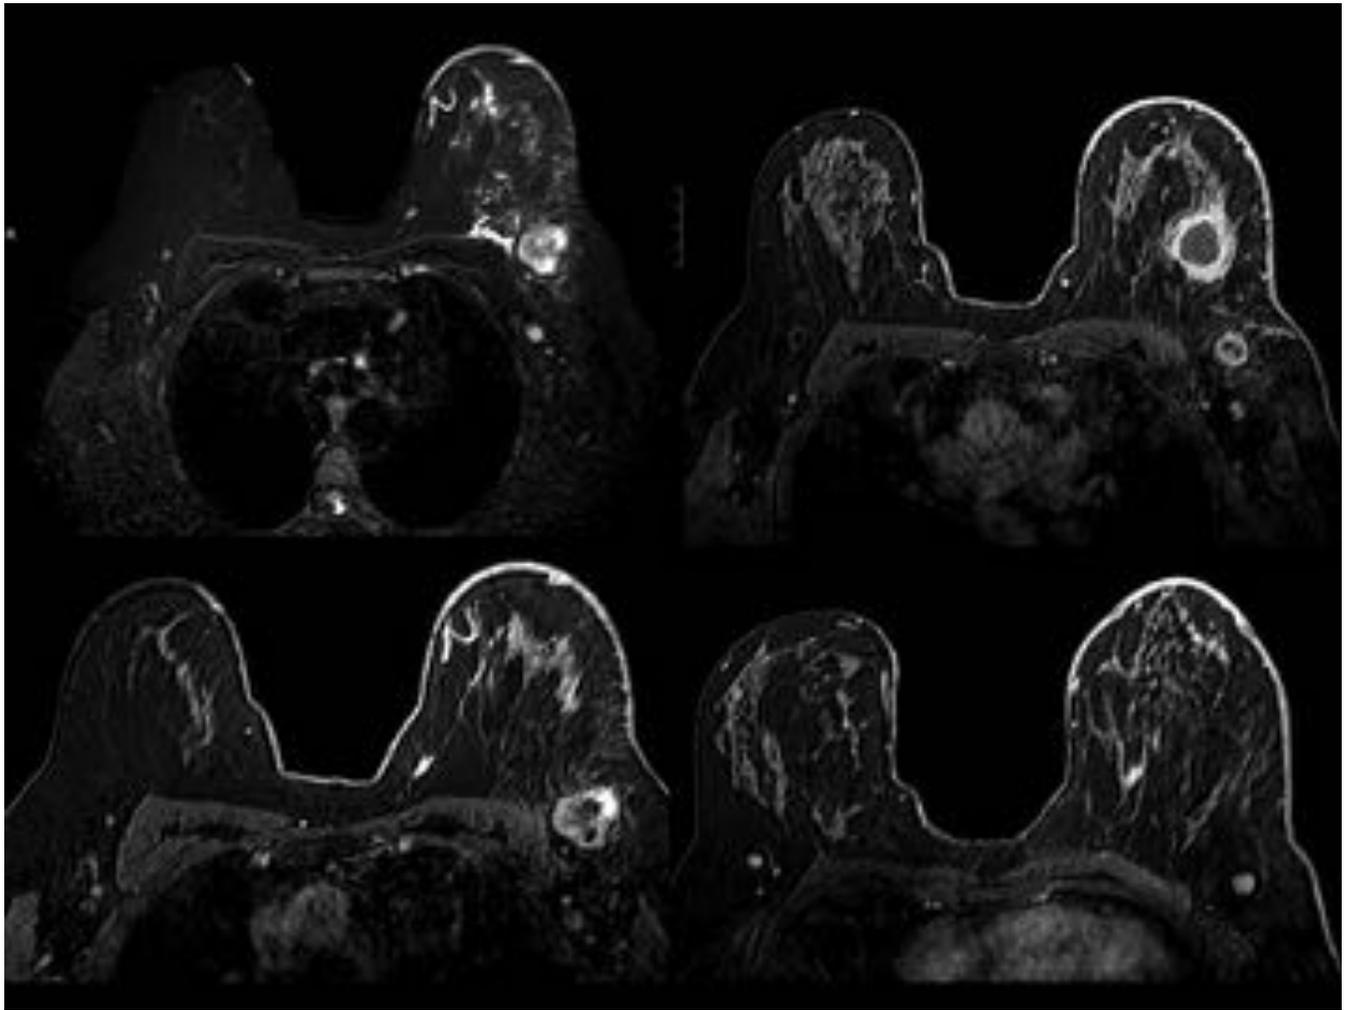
RM DE MAMA. Cambios inflamatorios en MI con engrosamiento cutáneo . Nodulo quistico co irregular y realce parietal, con realce nodular asociado, birads 4c y al menos 3 adenopatías axilares patológicas biopsadas.
